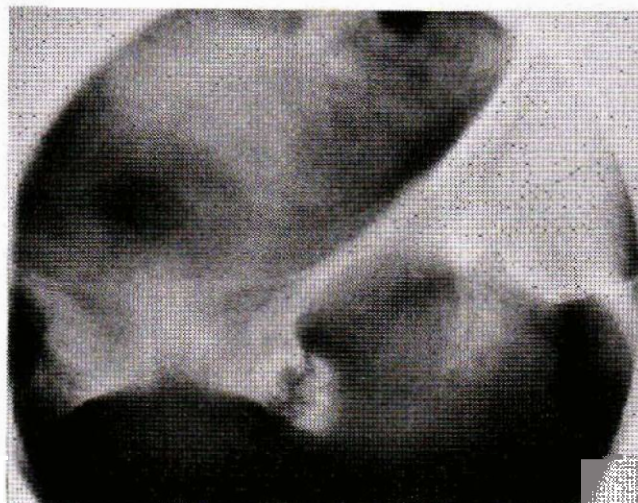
Fracture de contrainte de la branche ischiopubienne gauche (stade 3). Tomographie. Trait de fracture au sein d'une ostéolyse périlésionnelle.
